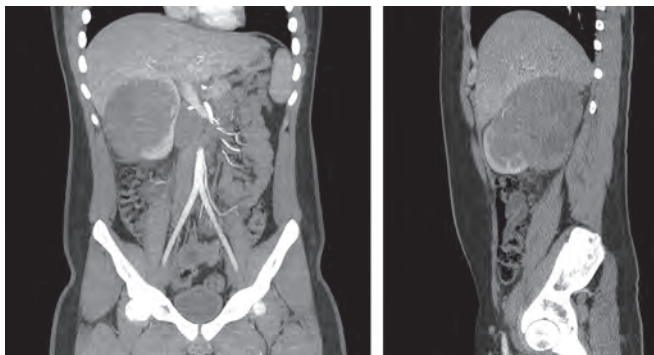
Первичная КТ-реконструкция во фронтальной и сагиттальной проекциях. Латеральные отделы правой почки замещены опухолевой тканью $10 \times 12 \times 12$ см неоднородной структуры с наличием участков кальцинатной, паренхиматозной и жидкостной плотности. Неизмененная ткань правой почки прослеживается в ее верхнем и нижнем полюсах. Опухолевый узел распространяется в лоханку правой почки, неравномерно накапливает контрастный препарат за счет сети патологических извитых сосудов. Кпереди и слева от брюшной аорты — единичные отдельно лежащие ЛУ до 1,5 см
